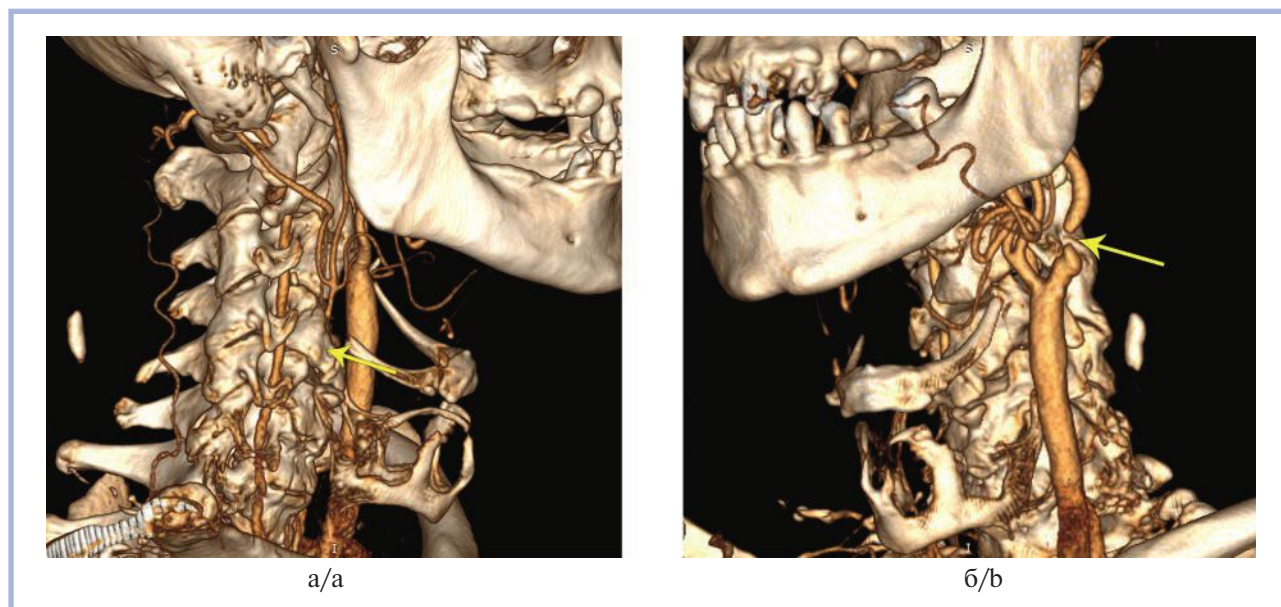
КТ-ангиография до операции.
